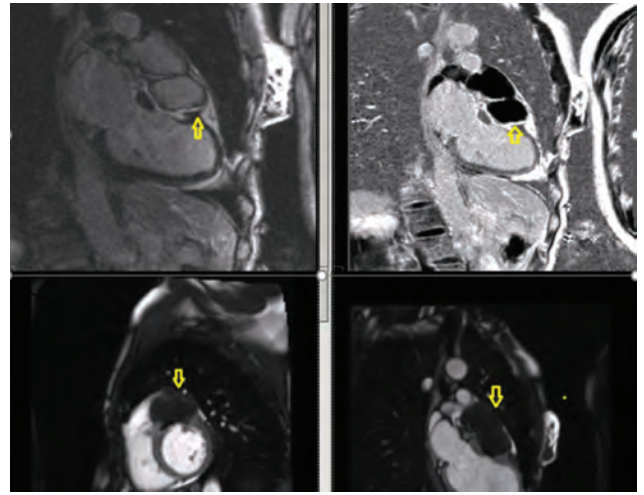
Magnetic resonance images of the hydatid cyst (arrows) in short axis.
